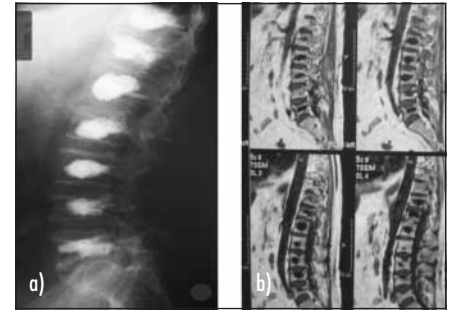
7-Etagen-Kyphoplastie; postoperatives MRT
